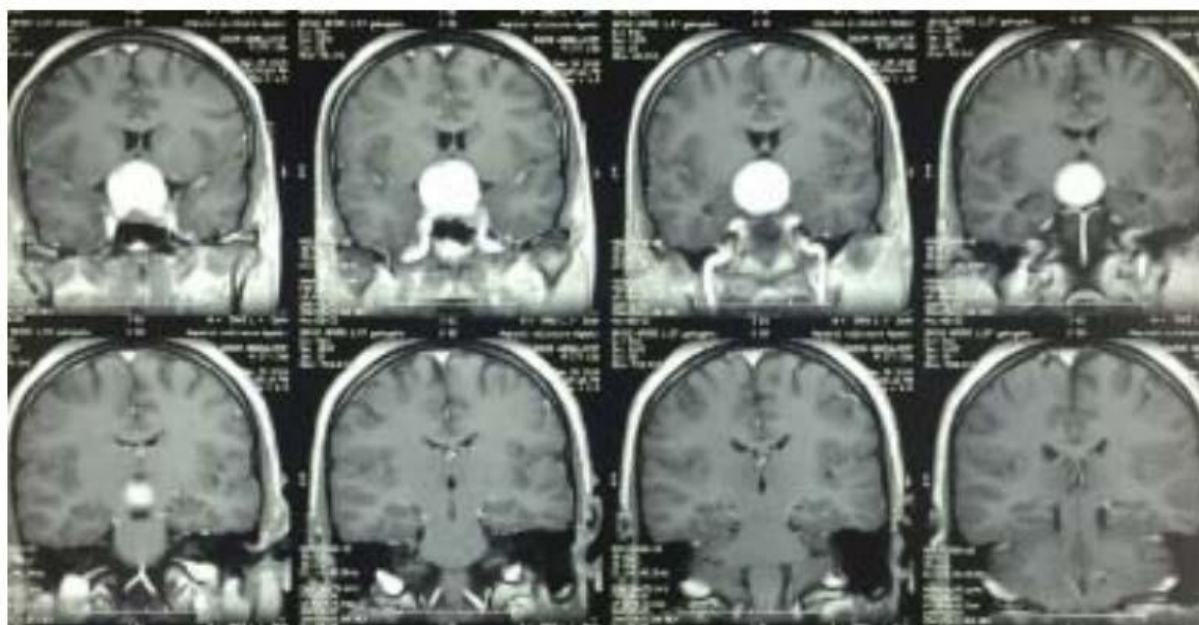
IRM cérébrale en coupe coronale T2 FLAIR montrant une masse sellaire de type macro-adénome, présentant à la fois une composante kystique et une portion tissulaire. (Service de Neurochirurgie et de Radiologie, Hôpital Ibn Tofail).
